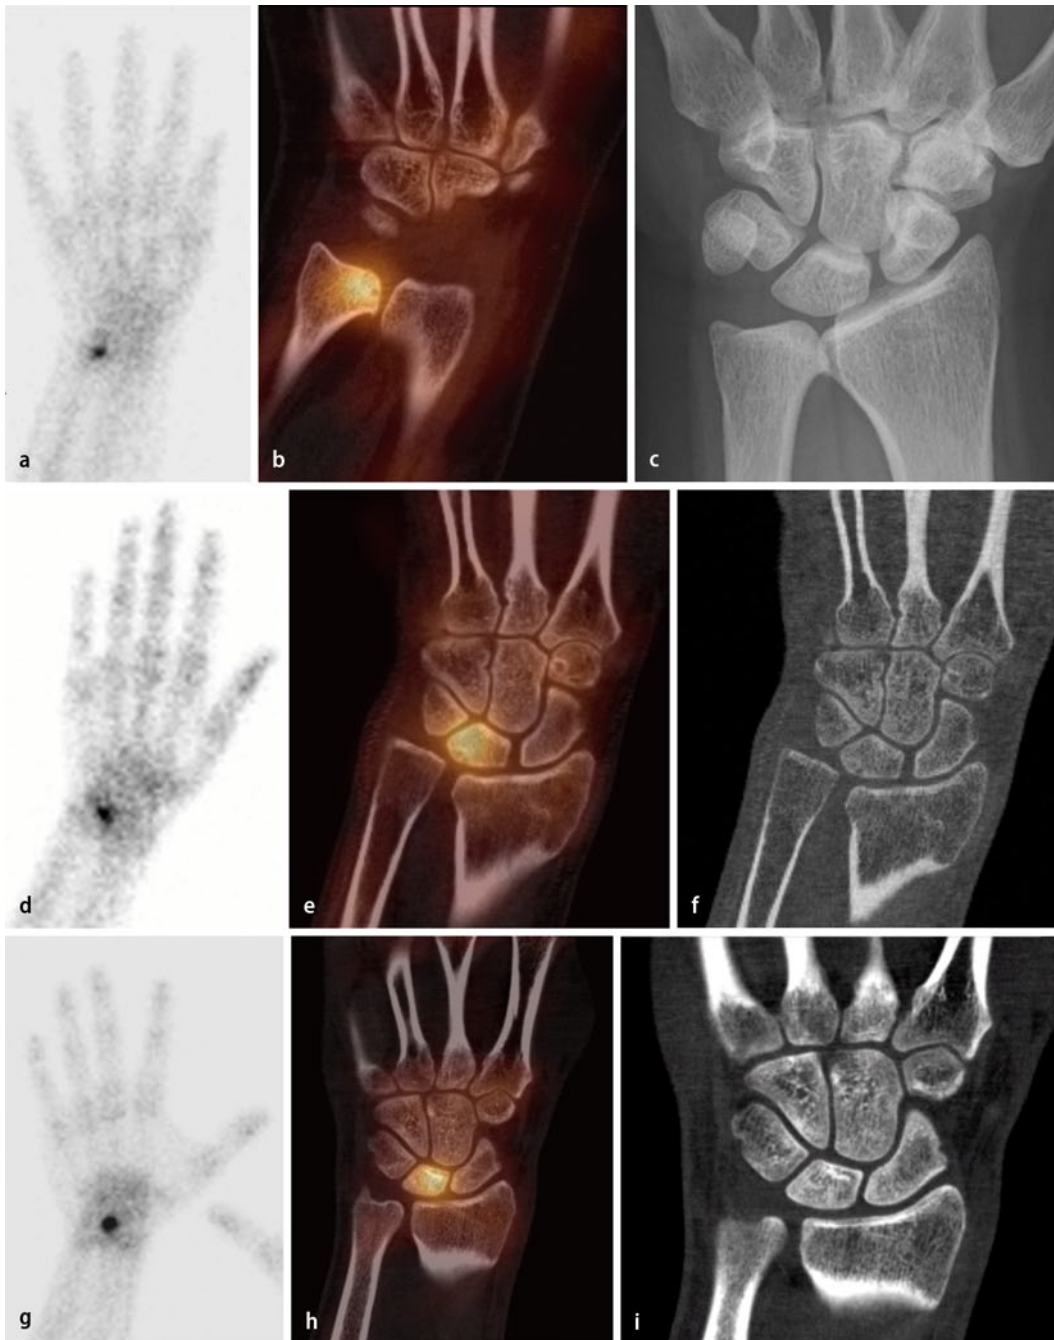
◀ a–c DRUG-Arthrose mit vermehrter Radionuklidanreicherung in der Ulna distal; planare Szintigraphie, Spätaufnahme (a); SPECT/CT koronal (b); konventionelles Röntgen a.-p. (c). d–f Ulnokarpales Impaktionssyndrom, vermehrte Radionuklidanreicherung im Os lunatum ulnarseits Jahre nach distaler Radiusfraktur mit konsekutiver relativer Radiusverkürzung; planare Szintigraphie, Spätaufnahme (d); SPECT/CT koronal (e); CT koronal (f). g–i Lunatumalazie (Morbus Kienboeck) Stadium 2 mit vermehrter Radionuklidanreicherung im Os lunatum und normaler relativer Ulnalänge; planare Szintigraphie, Spätaufnahme (g); SPECT/CT koronal (h), CT koronal (i). DRUG distales Radioulnargelenk
